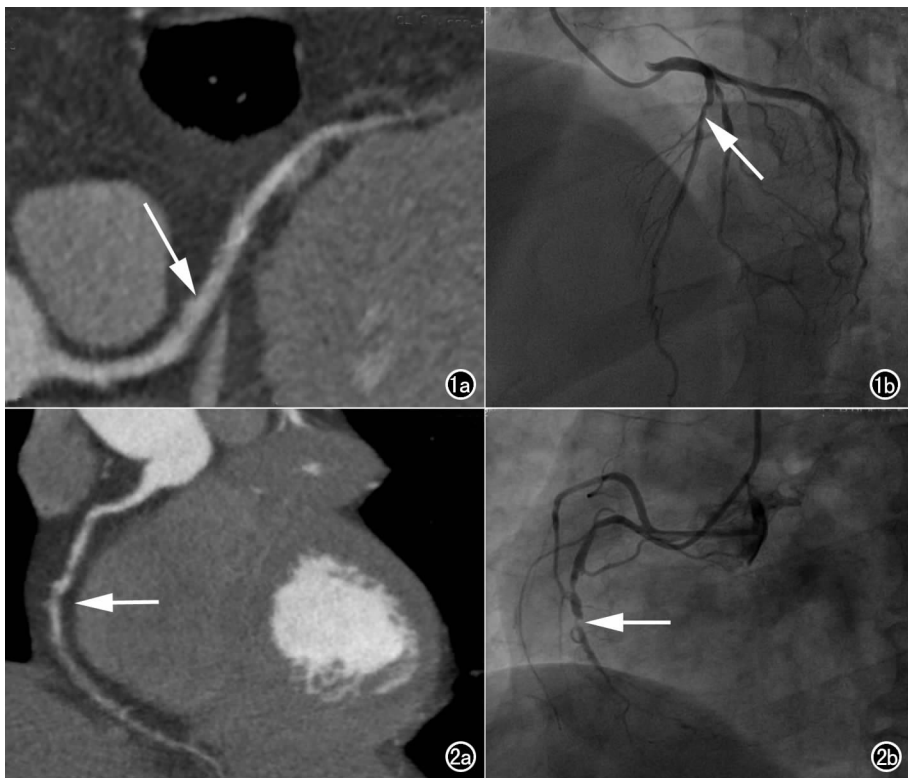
a) CTA 示左侧冠状动脉前降支充盈较差,管腔轻度狭窄(箭); b) CAG 图示左侧冠状动脉前降支中重度狭窄(箭)。图 2 a) CTA 示右侧冠状动脉中远段多发阶段性中重度狭窄(箭); b) CAG 图示右侧冠状动脉中远段多发阶段性中重度狭窄(箭)。
